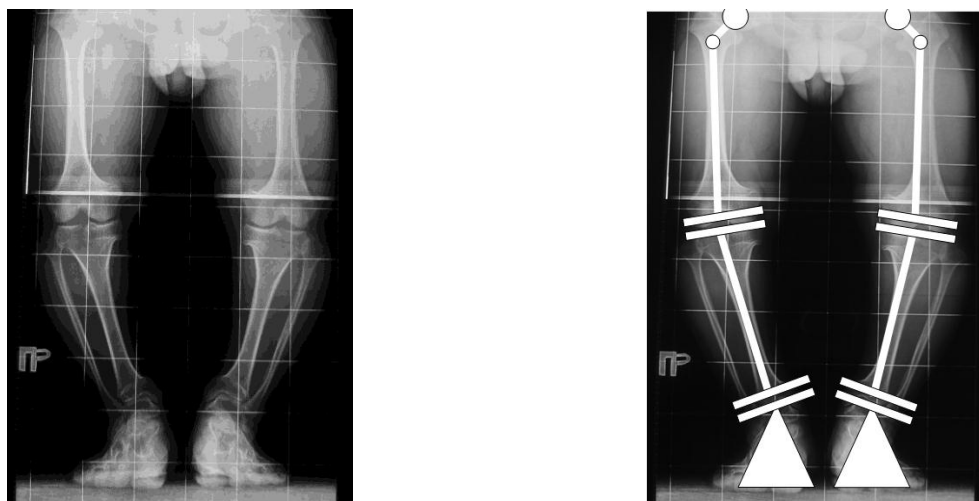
Рентгенограмма нижних конечностей больного ахондроплазией и построение схемы межсуставных взаимоотношений
